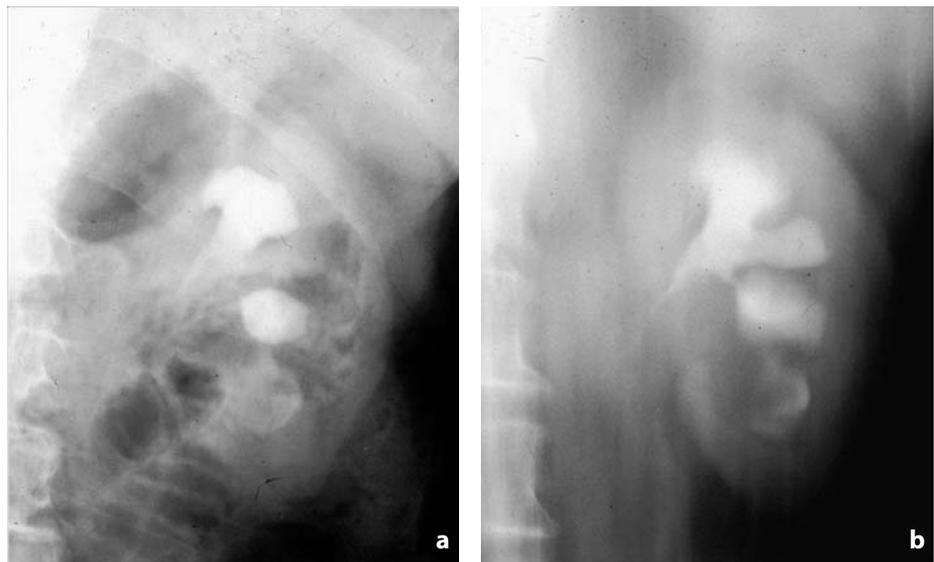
Urografia (a) e tomografia (b). Carcinoma a cellule transizionali. Rene sinistro. Difetto endoluminale del bacinetto con stenosi del collettore del gruppo caliceale superiore ectasico
